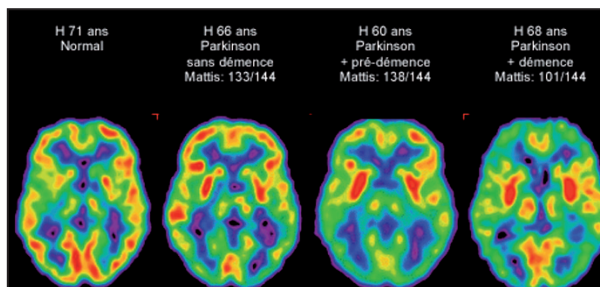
Images du métabolisme glucidique cérébral au repos par tomographie à émission de positons (PET scan) au 18FDG dans 4 situations cliniques.
